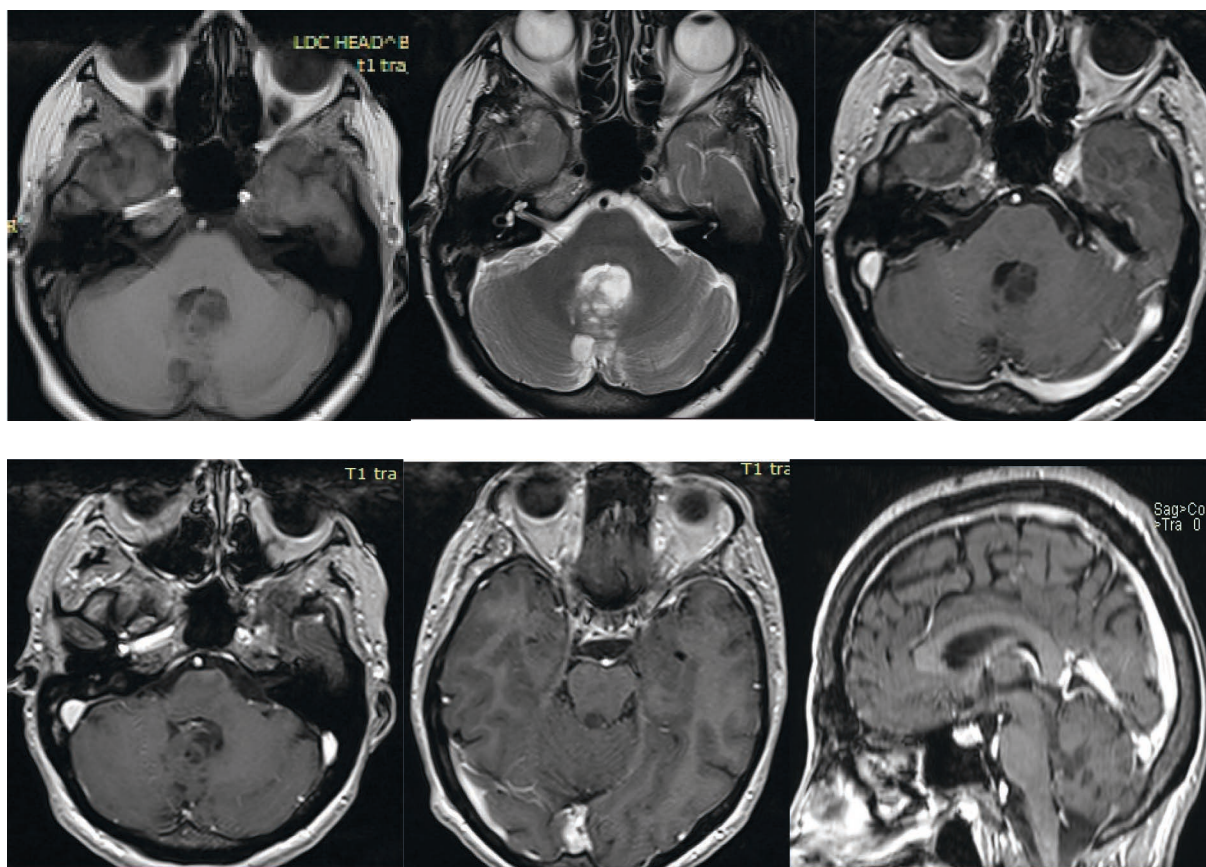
МРТ головного мозга до операции: в режиме T1 опухоль выглядит гиперинтенсивной, в режиме T2 – гипointенсивной, в режиме T1 после контрастного усиления – сигнал от нее не усилился.
